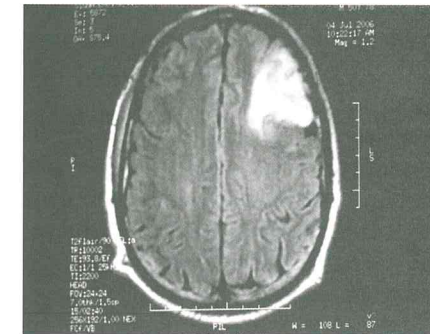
Resonancia magnética donde se aprecia lesión isquémica frontal izquierda.
